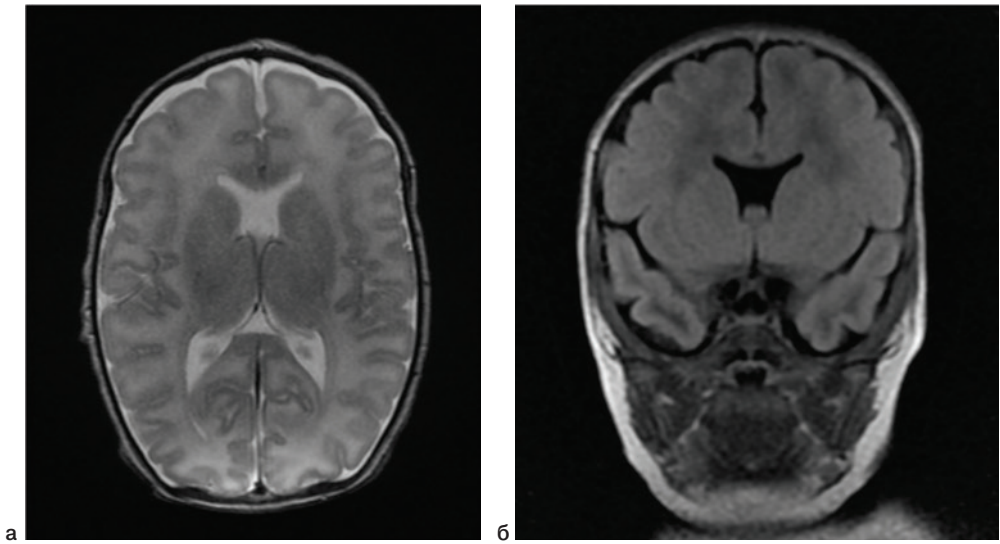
На МР-томограммах в T2 – (а) и FLAIR-импульсных последовательностях (б) не визуализируется прозрачная перегородка (изолированная агенезия).
